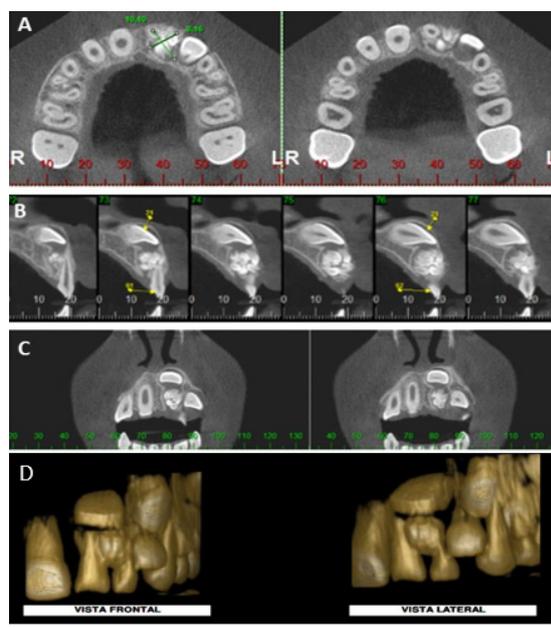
Tomografia computadorizada onde é possível observar as dimensões do odontoma e sua intimidade com os dentes permanentes incluídos. Cortes axial (A), sagital (B), coronal (C) e reconstrução 3D (D).
